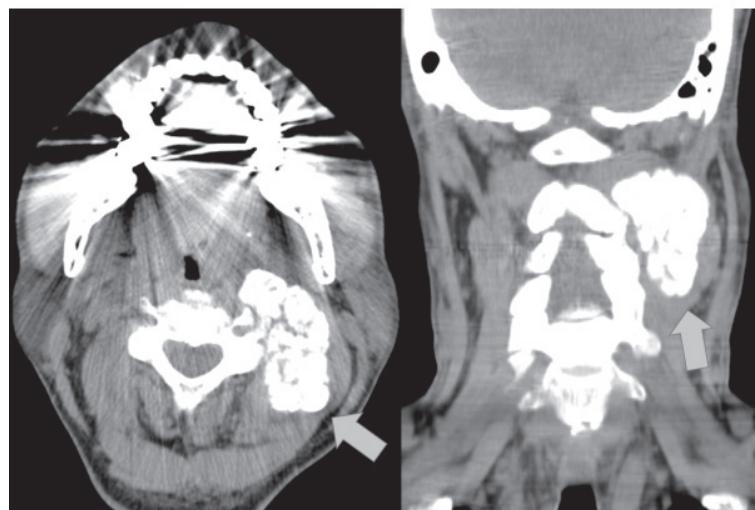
イバンドロン酸ナトリウム投与前の頸部CT画像
